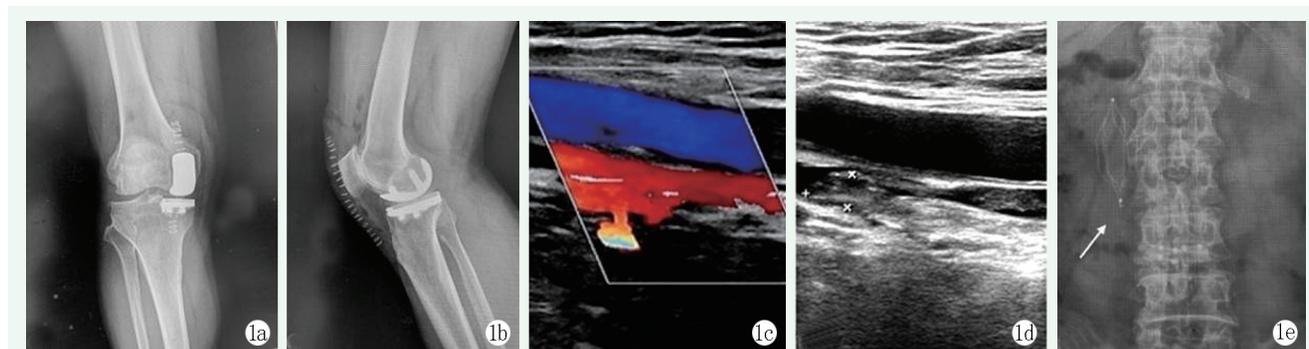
患者男性，65 岁，右膝骨关节炎内侧间室置换并发股静脉血栓。1a, 1b: 术后右膝关节 X 线片示人工关节位置良好；1c, 1d: 术后第 12 d 血管超声示右侧股静脉血栓；1e: 腰椎 X 线片示下腔静脉滤器（箭头所示）。
